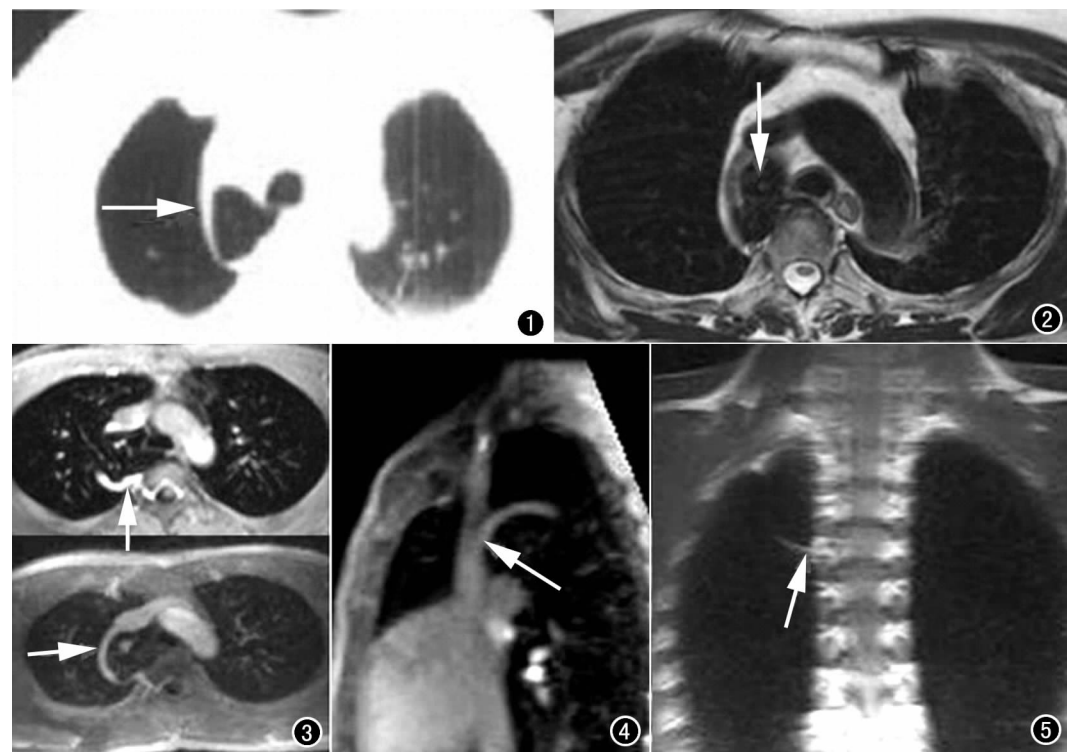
横轴面 CT 图像示奇裂呈边界明确、宽度超过水平裂及斜裂, 略向外凸的弧线状, 从脊柱旁走向前胸壁(箭)。图 2 横轴面 T₂WI 图像示右肺上叶纵隔旁呈 C 形外凸细条状高信号影奇裂(箭)将肺尖变成分叉状, 椎体、纵隔和奇静脉裂之间围成的三角形含气组织即为奇叶(箭)。图 3 横轴面示右肺上叶纵隔旁呈 C 形外凸细条状高信号影(箭)。图 4 矢状面血管重组图像示右肺内弓状粗条状奇静脉弓, 于主动脉弓上方位置流入上腔静脉(箭)。图 5 冠状面 T₁WI 图像示弧形高信号延伸至右侧椎旁(箭)。
